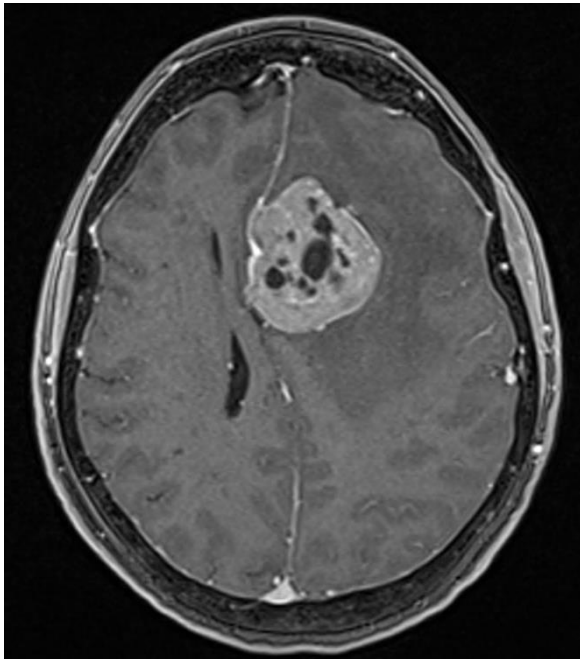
MRT-Aufnahme des Kopfes nach Kontrastmittelgabe in der Axialebene. Es zeigt sich eine kugelige, kontrastmittel-aufnehmende Struktur, die an der Hirnsichel (Falx cerebri) haftet, einer Duplikatur der Hirnhaut, die die beiden Hirnhälften voneinander trennt. Es handelt sich hierbei um ein sog. Falx-Meningeom, einen gutartigen Tumor der Hirnhäute. Im Gegensatz zu bösartigen Tumoren wächst dieser Tumor verdrängend und nicht infiltrierend. Zwar ist hierbei das umgebende gesunde Hirngewebe gequetscht, wird aber nicht durchdrungen bzw. durchsetzt. Nach Komplettentfernung ist der Patient in der Regel geheilt. Nur in seltenen Fällen müssen Meningeome nach einer Operation noch bestrahlt werden.
